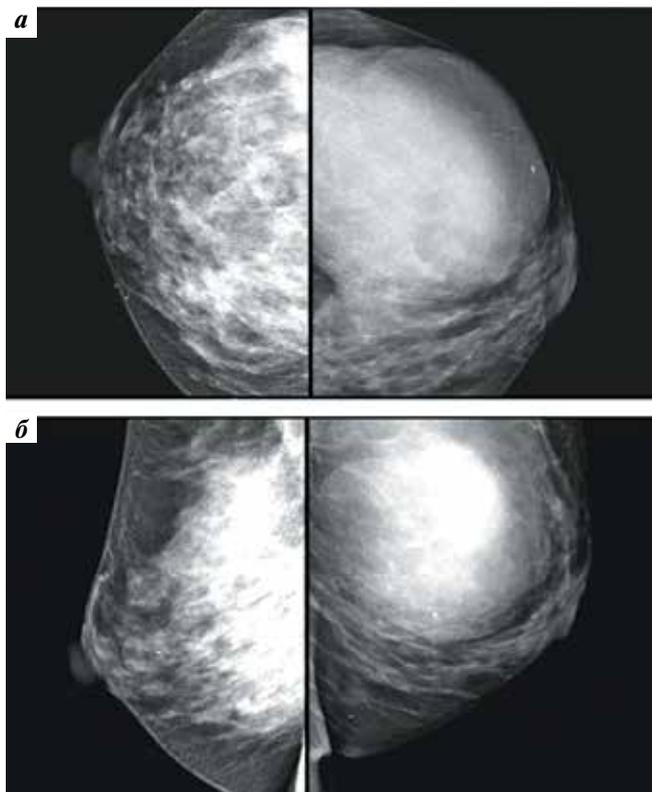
Цифровая рентгенограмма пациентки О., 41 года: а — прямая проекция; б — боковая проекция
